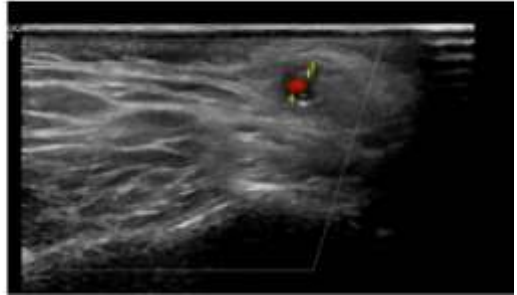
Ecografía doppler de arterias "signo del halo"
